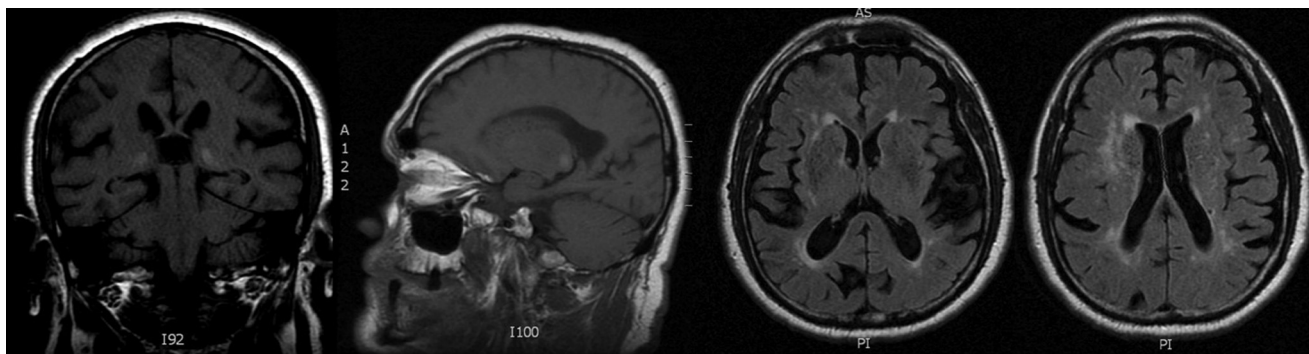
RM cerebral. Secuencias potenciadas en T1 coronal y sagital, así como FLAIR axial. Hiperintensidad en T1 en ambos núcleos pulvinares.
